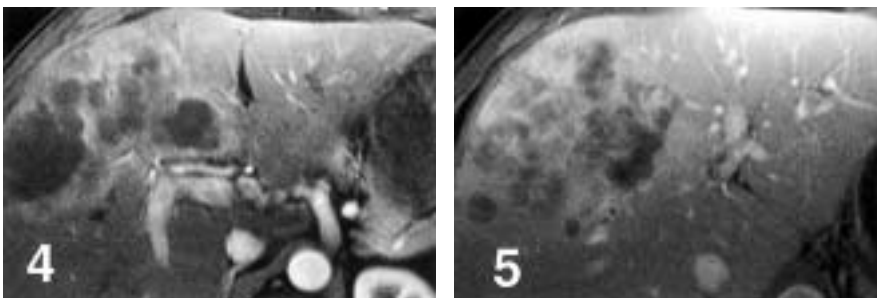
IRM dynamique — phase de remplissage portal.
